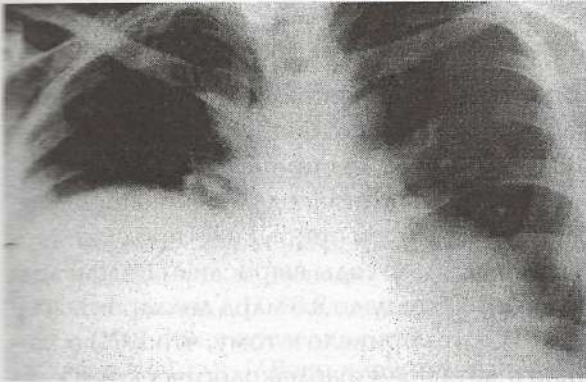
Рентгенограмма больной П., 4-й день болезни (01.12.09.)
